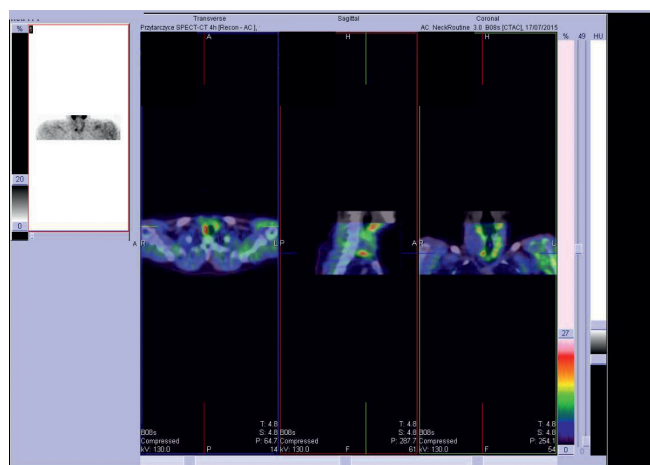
Parathyroid SPECT/CT scan. A focus of increased ^{99m}Tc -sestamibi accumulation in the lower right parathyroid gland
